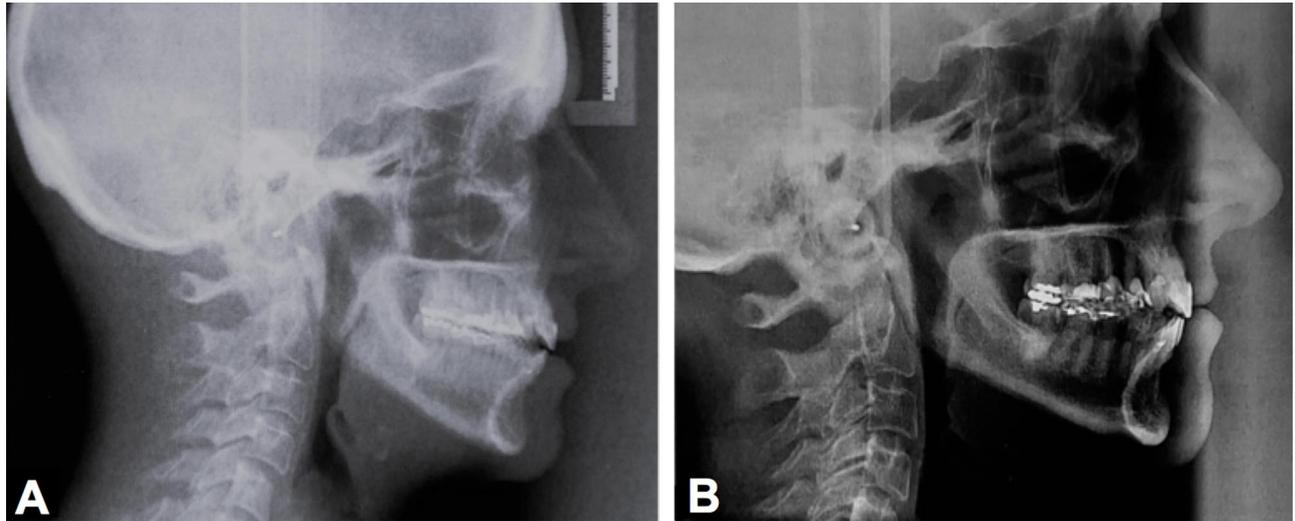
Posición de la cabeza. A. Teleradiografía lateral al inicio del tratamiento. Se observa una anteposición de la cabeza e inestabilidad oclusal en la relación de la mandíbula con la arcada superior. Mordida abierta anterior. B. Telerradiografía lateral un año después del tratamiento con férula oclusal. Se observa cambios en la posición de la cabeza y en el eje de la columna cervical. Se observa un cambio en la posición mandibular lo que se traduce en mayor estabilidad oclusal.
